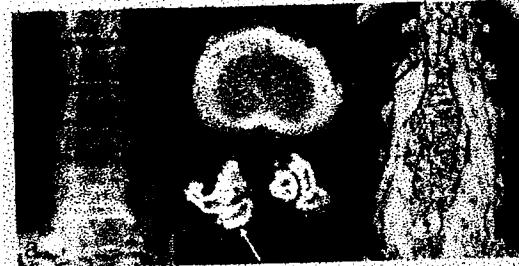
，女性46歲。X光片(a)及CT橫切面(b)可見L3及L4椎板切除術和L4-5後外側骨湊合術(白箭號)。兩邊骨湊合均與L4及L5橫突結合，而左邊骨湊合在L5疑似有一裂縫(黃箭號)。3D重組影像(c)顯示兩邊骨湊合融合良好、完整無缺(綠箭號)。
